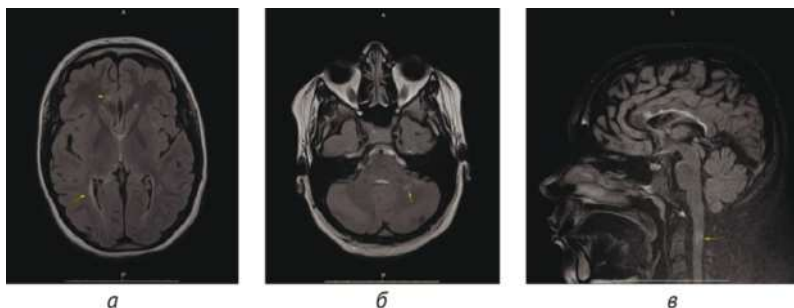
Решения индекс-теста при анализе МРТ головного мозга. МР-томограммы головного мозга разных пациентов с истинно положительным заключением при использовании предложенного алгоритма: а, б – Т2-ВИ FLAIR в аксиальной плоскости; в – Т2-ВИ FLAIR с подавлением сигнала от жира (FatSat) в сагиттальной плоскости. Отмечаются характерные для рассеянного склероза очаговые изменения в головном мозге, в том числе с локализацией в юстакортикальных отделах (а – головка стрелки), перивентрикулярных отделах (а – стрелка), левой гемисфере мозжечка (б – стрелка), спинном мозге (в – стрелка)
